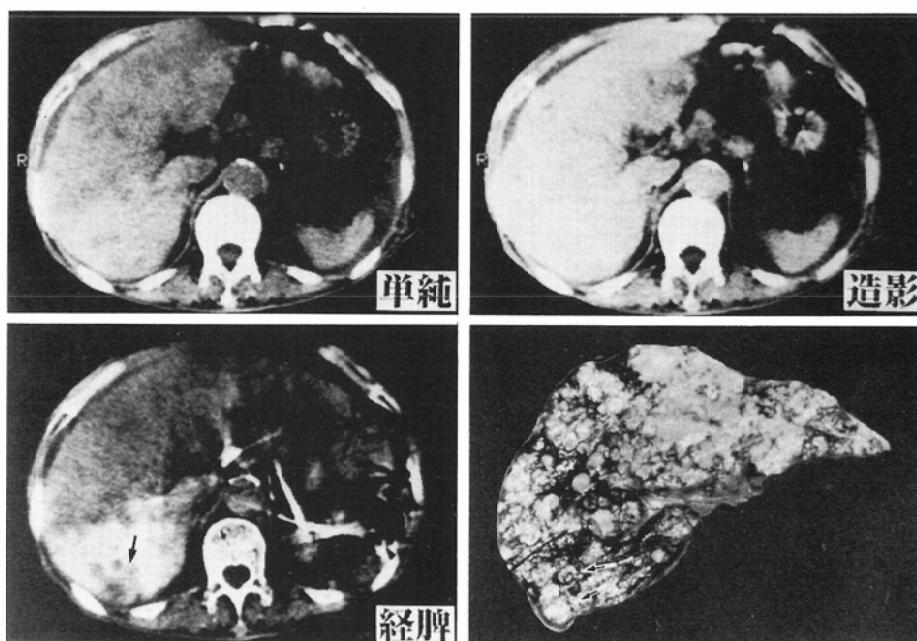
Massive hepatoma of both lobes. Autopsy showed metastatic lesions in the posterior segment (arrow) which were apparent in CT with portography.
